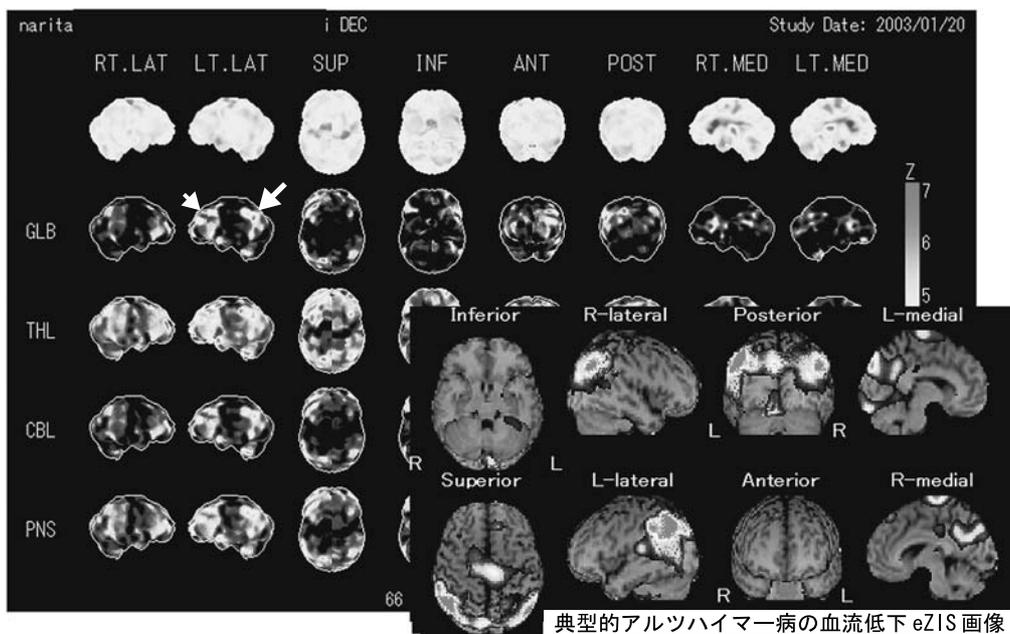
事例 1 の脳 SPECT 3D-SSP 画像
